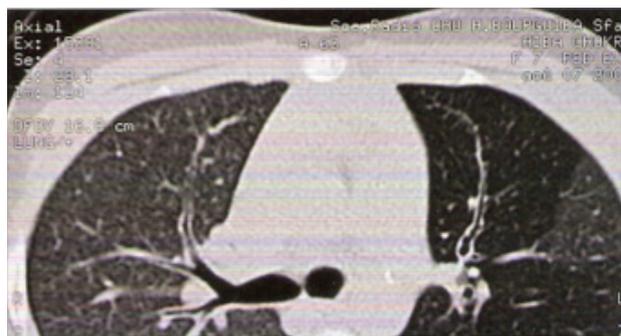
emphysème localisé au sommet gauche à la radiographie thoracique avec hypodensité systématisée du culmen à la TDM thoracique
